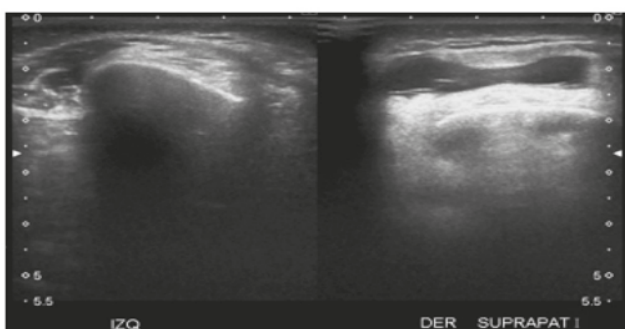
Ecografía de rodilla derecha
